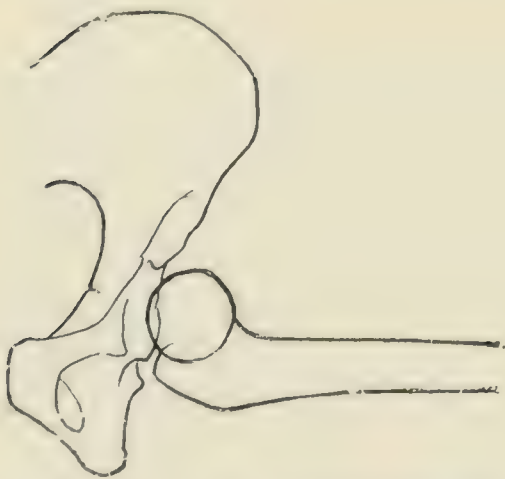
Nach Radiographien. — Schlechte Stellung. — Abduktion von 90° oder „Hyperextension“ die von Anfang an, von ersten Tage an, eine Anlage zur vorderen Relaxation gibt.
